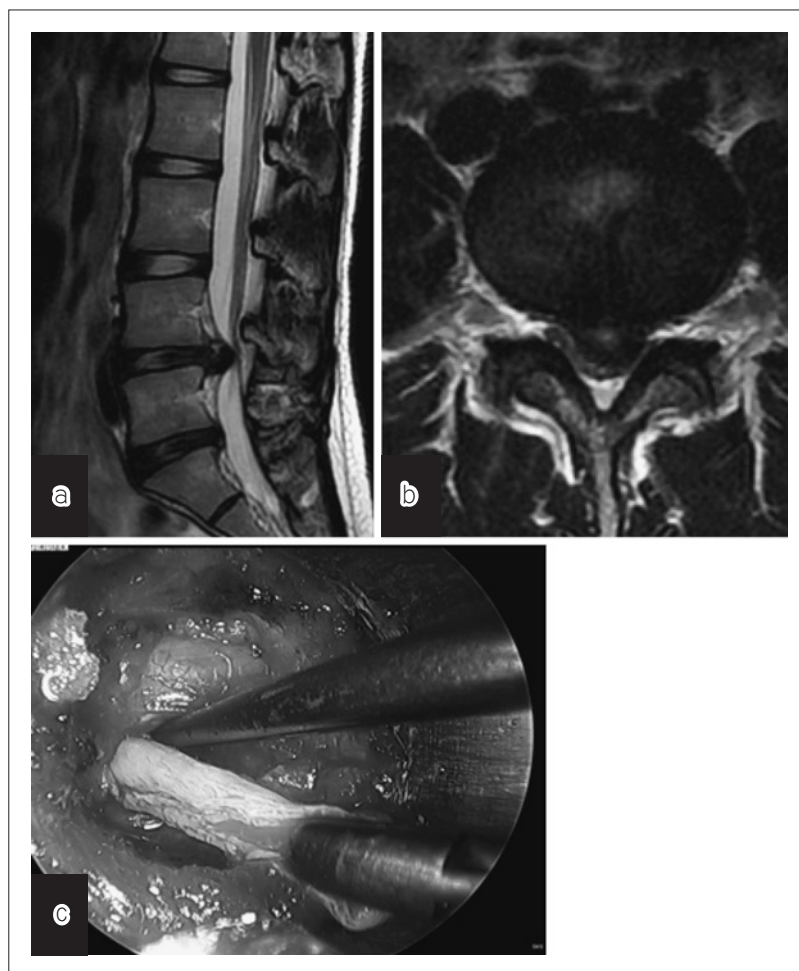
a MRI T2強調矢状断像にてL4/5レベルから脊柱管内に突出する椎間板ヘルニアを認める。
